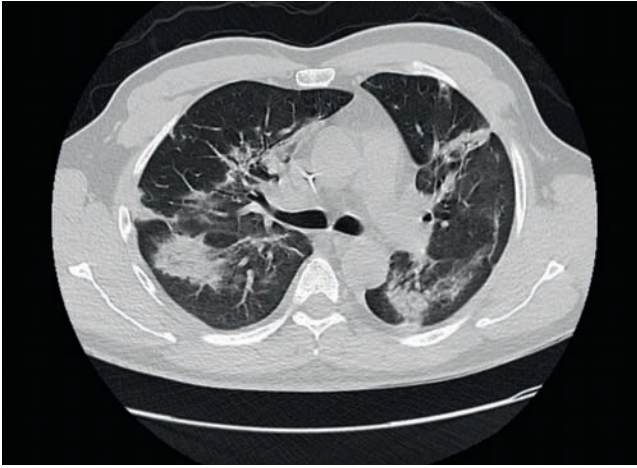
Компьютерная томограмма пациента К. 39 лет от 13.03.20
